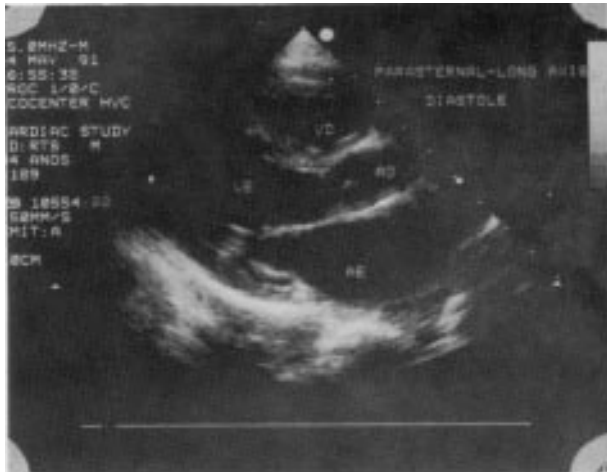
Ecocardiograma (PO tardio). Detalhe da valva mitral e via de saída do ventrículo esquerdo.
